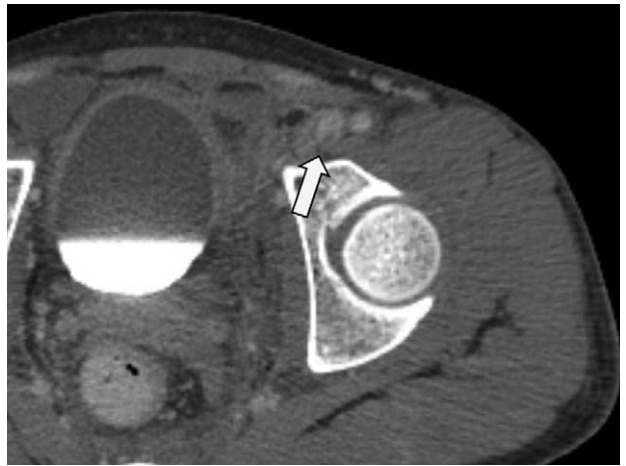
The CT image shows thrombus in the femoral vein at postoperative 7 day. (Arrow)
